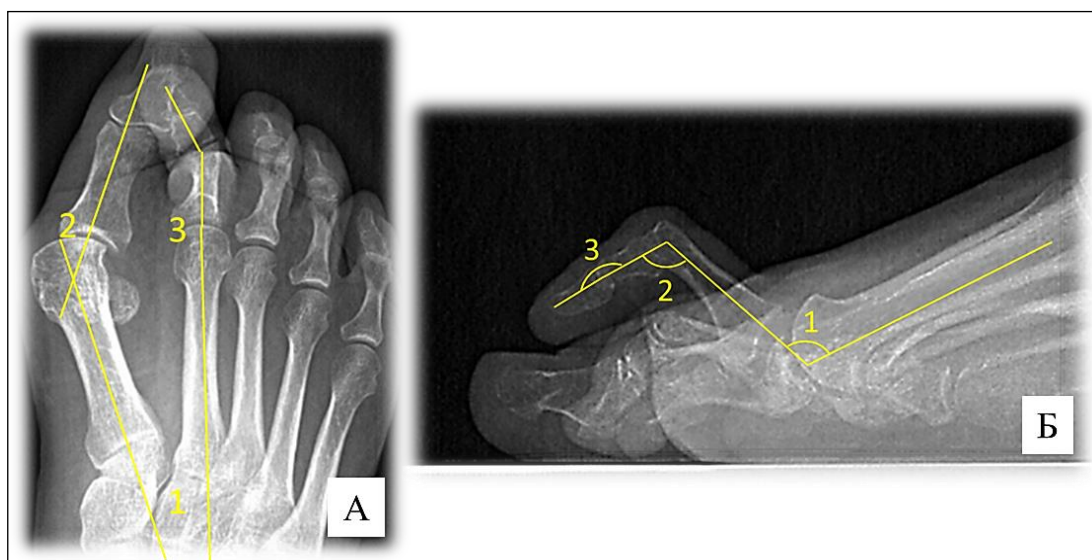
Рентгенограммы левой стопы: А – в прямой проекции показана методика определения величины углов: 1 – варусного отклонения 1-й плюсневой кости (M1M2); 2 – вальгусного отклонения 1-го пальца (M1P1); 3 – медиального/латерального отклонения 2-го пальца (M2P1); Б – в боковой проекции показана методика определения величины углов: 1 – разгибания в ПФС, 2 – сгибания в ПМФС; 3 – сгибания в ДМФС
